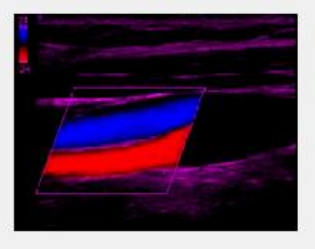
Επανάληψη της ίδιας διαδικασίας για την εικόνα 'Carotid\_colorDoppler.jpg'.
